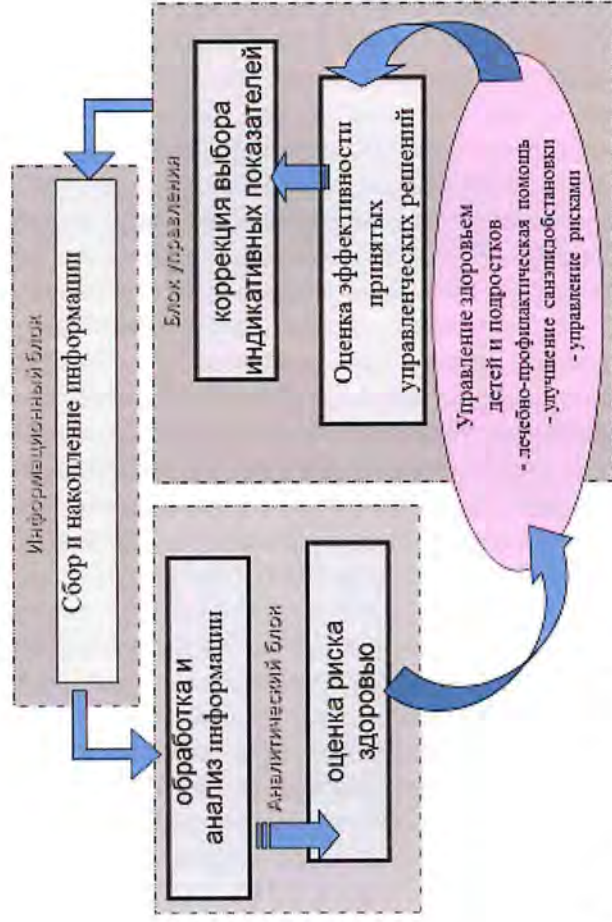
Организационная модель системы социально-гигиенического мониторинга в Республике Беларусь (Гузик Е.О., 2025)
